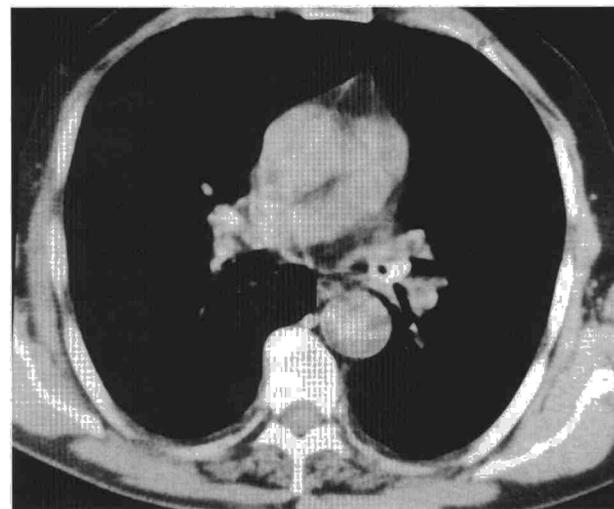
Caso 3. Corte de TC con contraste a la altura de arteria pulmonar con ventana para mediastino en el que se aprecia un cuerpo extraño intrabronquial denso en el bronquio principal izquierdo con una burbuja aérea en su interior.
